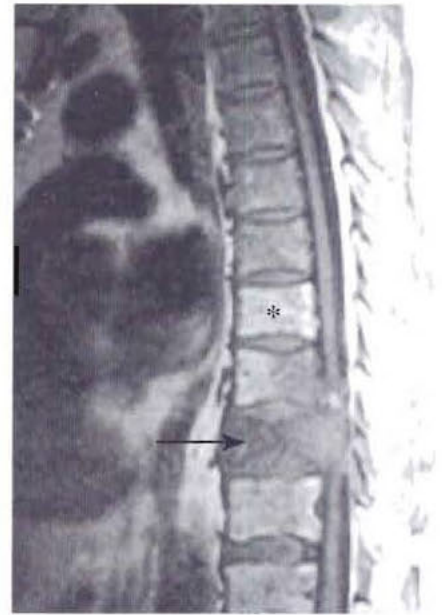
Métastase d'une vertèbre thoracique – IRM pondérée T1. L'IRM est très sensible pour détecter les pathologies de la moelle osseuse, particulièrement en séquence T1. La moelle osseuse normale, à contenu graisseux (jaune) (*) est remplacée par des masses en hyposignal (flèche). Le corps vertébral est tassé, avec un recul du mur postérieur, entraînant une compression médullaire.
